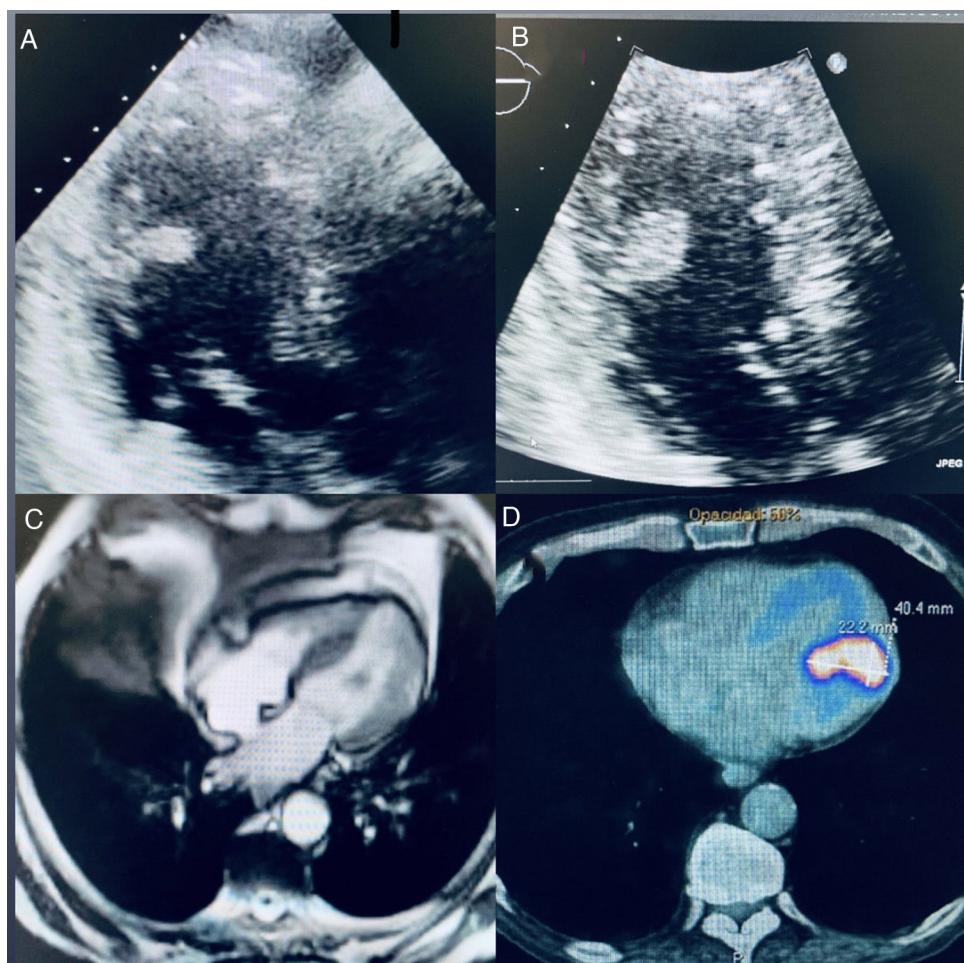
Imágenes diagnósticas. A y B: ETT: masa móvil pediculada en cara inferolateral del ventrículo izquierdo. C: Resonancia magnética nuclear cardíaca. D: PET-TC: masa hipermetabólica.
